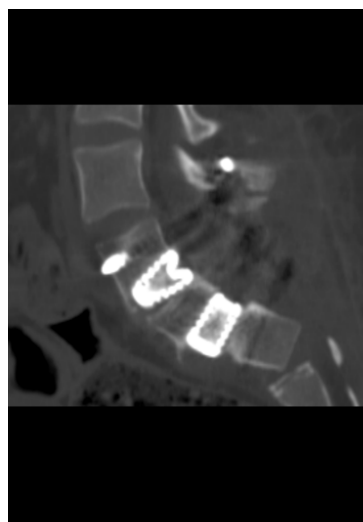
МСКТ и рентгенограмма пациентки Х.: а) до операции, б) на 17 сутки после операции
